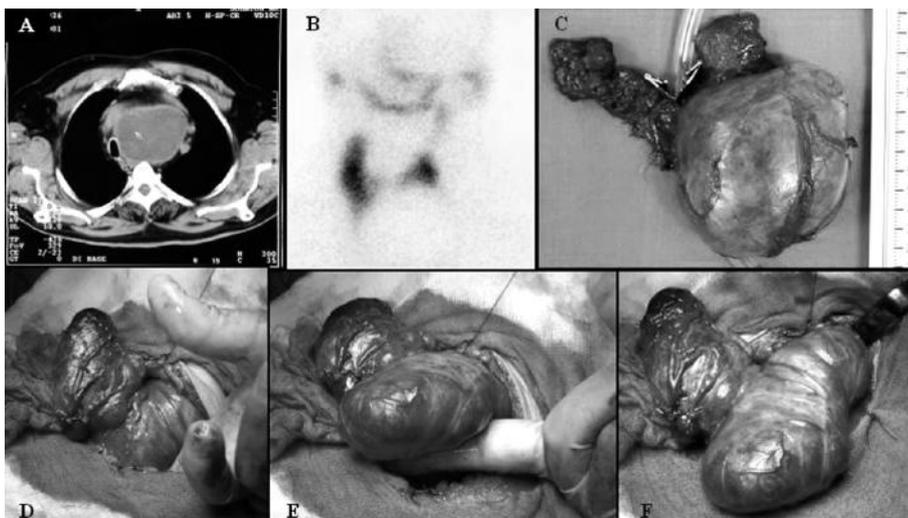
Vari aspetti dei GCM. (A): aspetto TC; B: aspetto scintigrafico di nodulo ipocaptante; C: pezzo operatorio; D,E,F: manovra di estrinsecazione digitale)
